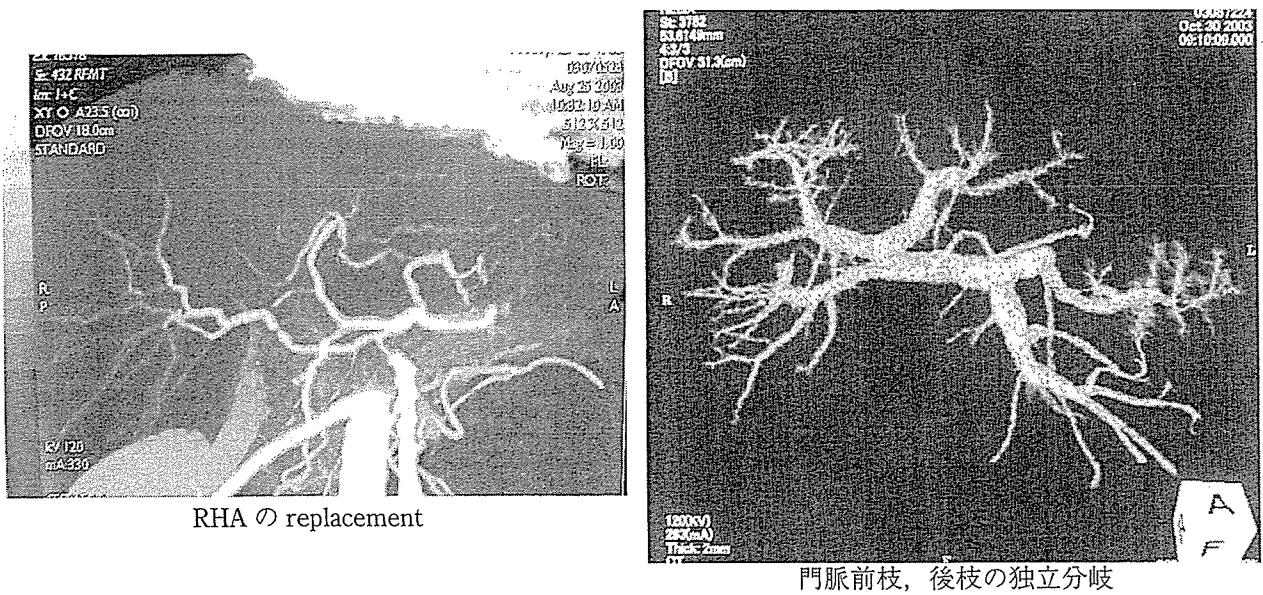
術前 3D-CT による血管系の variation の精査
